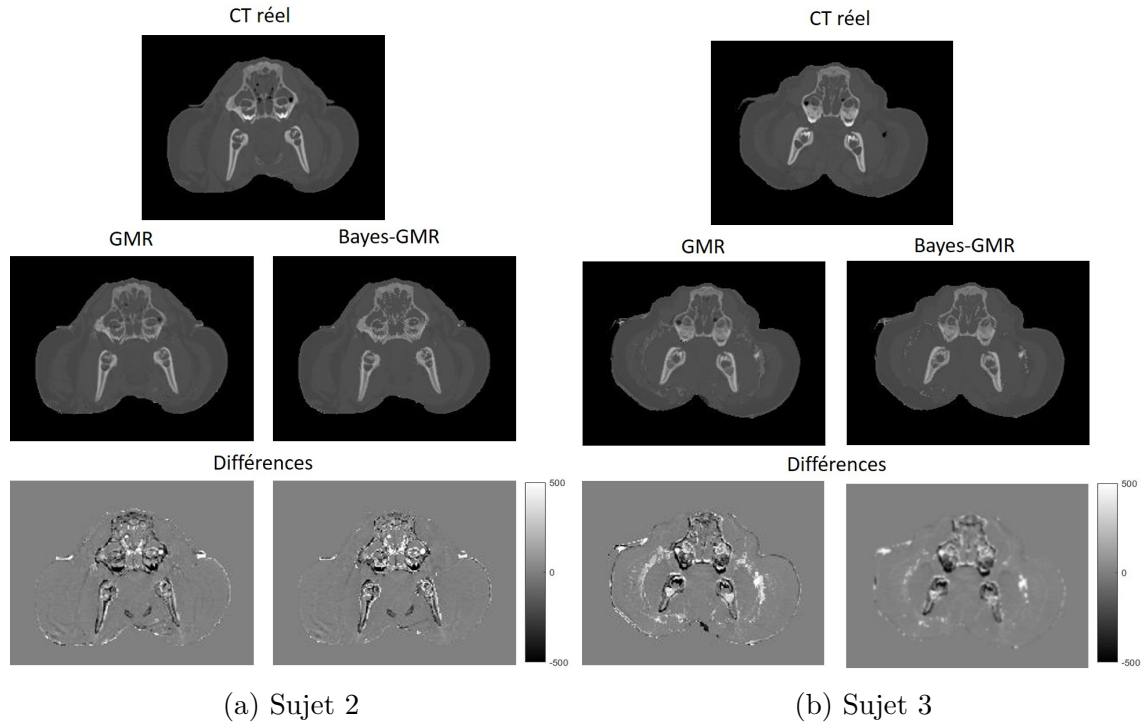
Exemples de CT synthétiques comparés au CT réel pour les méthodes GMR et Bayes-GMR avec les cartes de différences pour (a) le sujet 2 et (b) le sujet 3.
